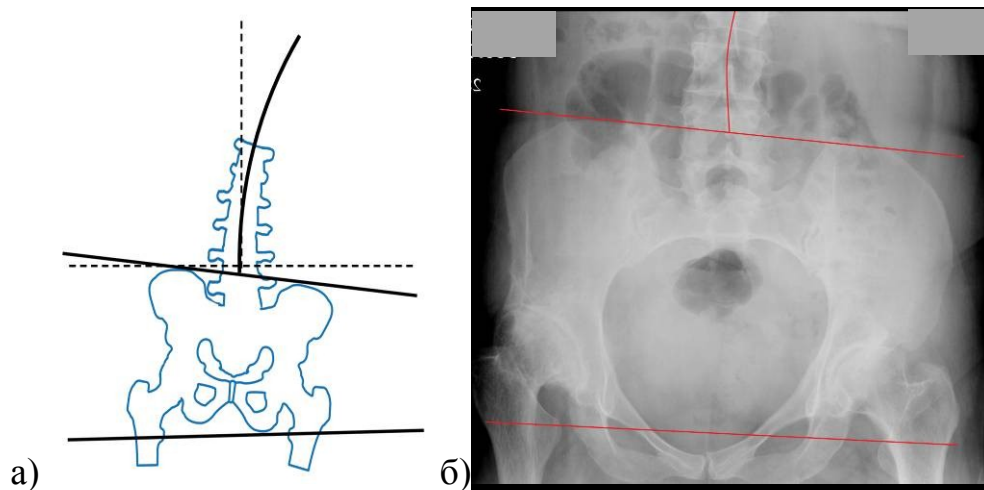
Сκιαграмма (а) и передне-задняя рентгенограмма (б) комплекса «тазобедренные суставы – таз – позвоночник» больной Н., 40 лет, с левосторонним коксартрозом и фронтальной статической деформацией позвоночно-тазового комплекса 2а типа
